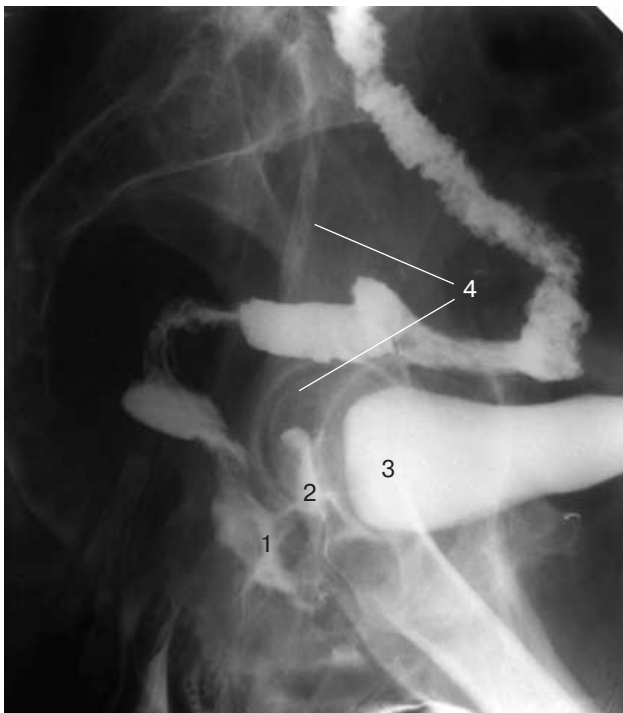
Больная К., 56 л. Одномоментная уроцистоирриговагинография, прицельная рентгенограмма в боковой проекции. Рак нижнеампулярного отдела прямой кишки (1), прорастающий в заднюю стенку влагалища (2), мочевого пузыря (3). Мочеточники (4) расположены на значительном удалении и в опухолевый процесс не вовлечены.
